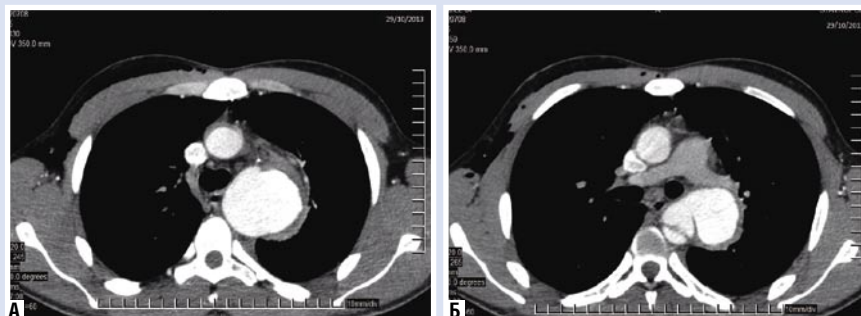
Компьютерная томограмма: ложная аневризма перешейка аорты с пристеночным тромбированием (А) и диссекцией аорты (Б)
